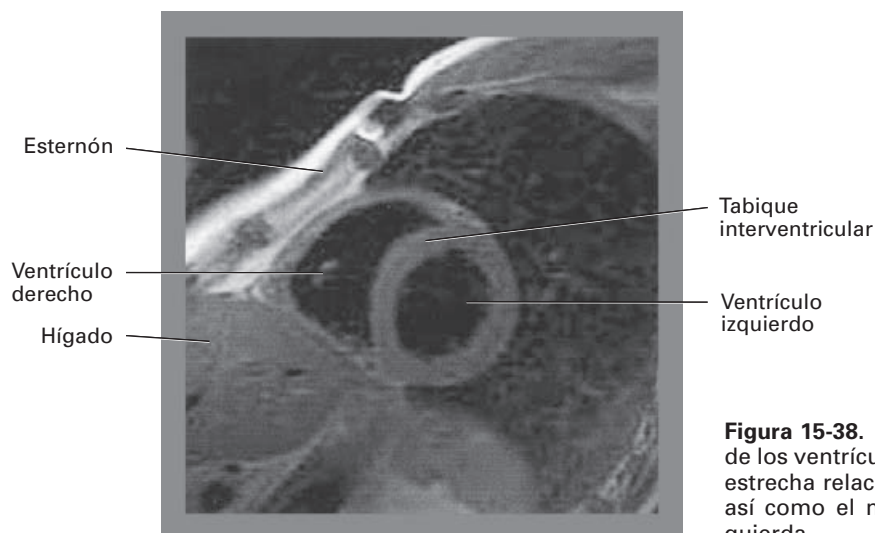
RM parasagital que muestra una sección de los ventrículos a través de su eje corto. Obsérvese la estrecha relación del esternón y el ventrículo derecho, así como el mayor grosor de la pared ventricular izquierda.
